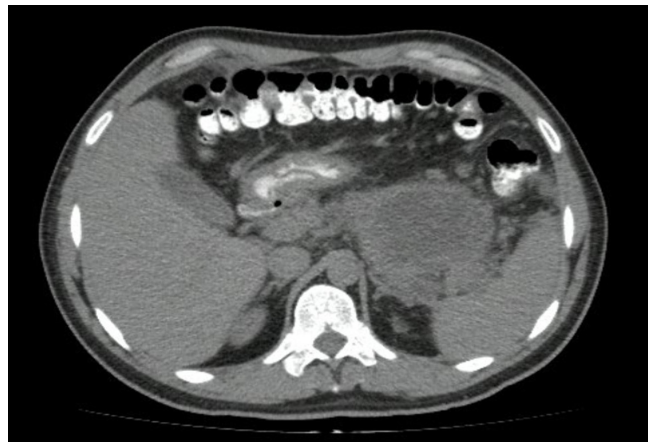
Tomografía de abdomen. Fuente: archivo de los autores.
